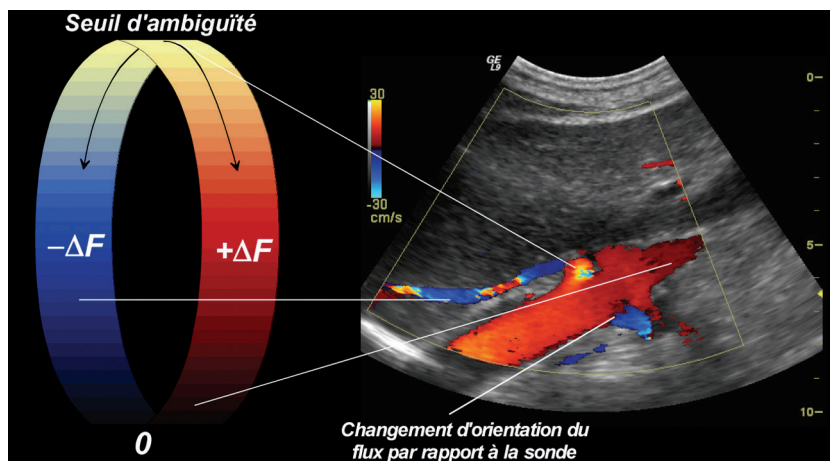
Le codage du sens et de la vitesse circulaire par la couleur. Lorsque la fréquence Doppler dépasse la moitié de la PRF (seuil d'ambiguïté), survient une ambiguïté spectrale, qui se traduit par un changement brusque de couleur. Lorsqu'il ne s'agit pas d'une ambiguïté spectrale mais d'un changement d'orientation du flux par rapport à la sonde, le changement de couleur se fait progressivement, avec une zone noire intermédiaire.
